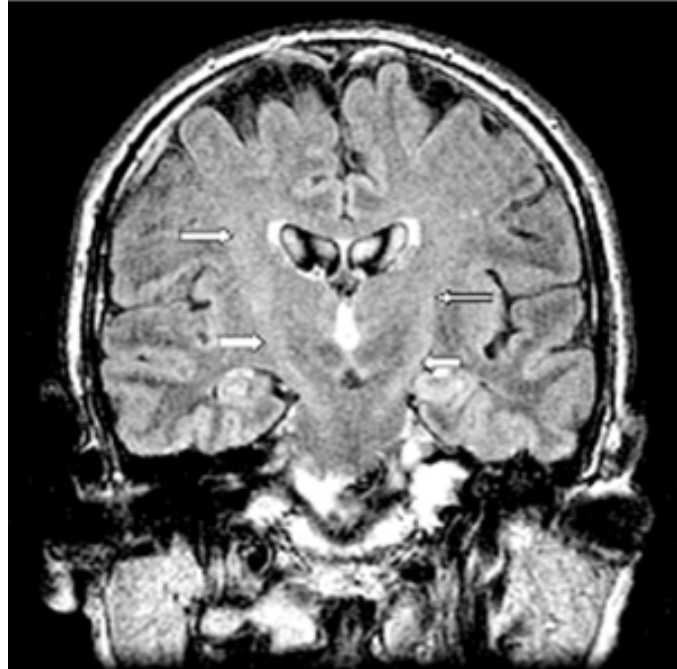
RM na sequência FLAIR num paciente com ELA. [54]
